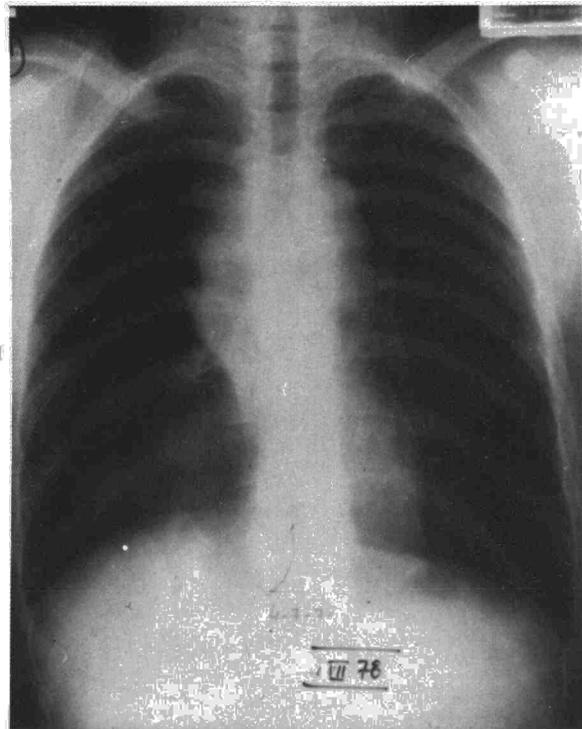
Radiografía PA de tórax. Masa mediastínica.
